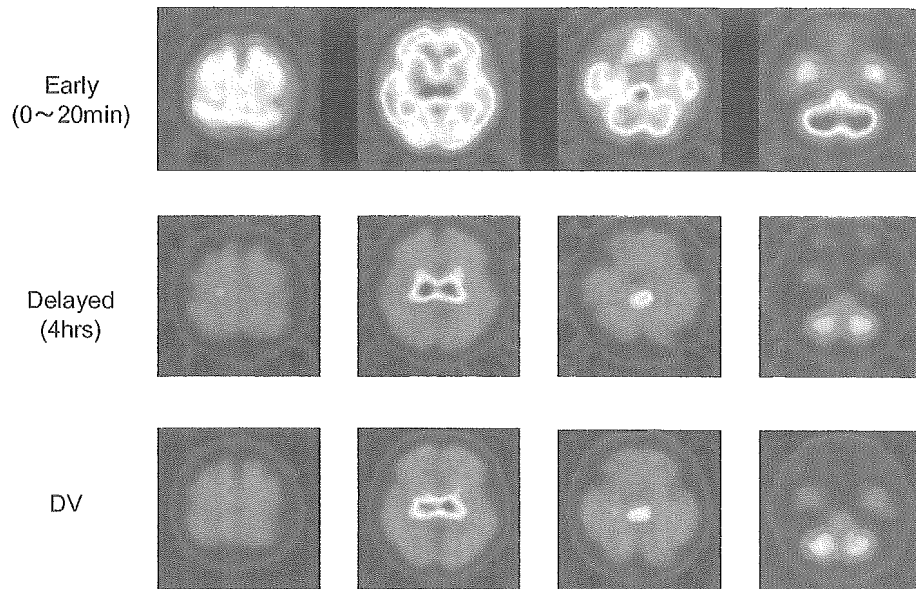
5IAのSPECT原画像とDV画像 (Parkinson 77M)
